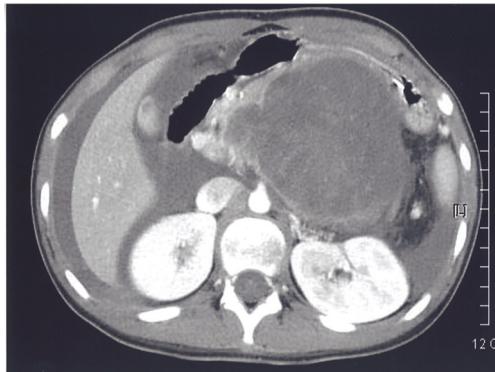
Abdominal CT scan, showing hemoperitoneum and a large pancreatic tumor, ruptured.
